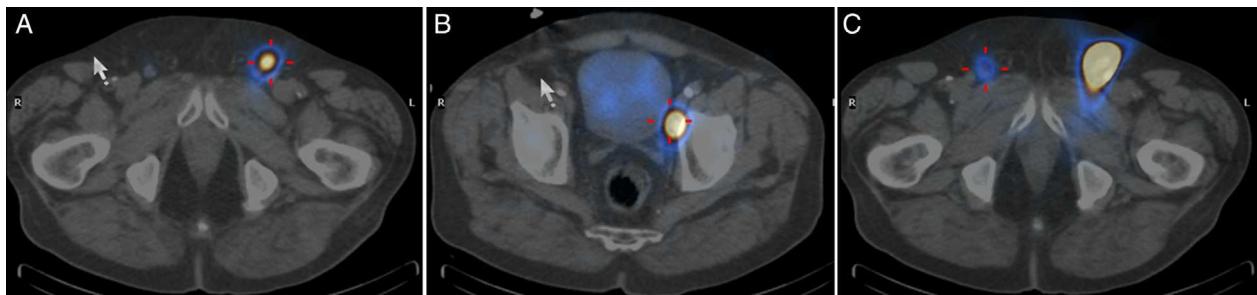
Cortes transaxiales de la imagen de fusión SPECT-TC. A) Ganglio centinela inguinal izquierdo. B) Drenaje secundario en ganglio ilíaco externo izquierdo. C) Ganglio centinela inguinal derecho.
